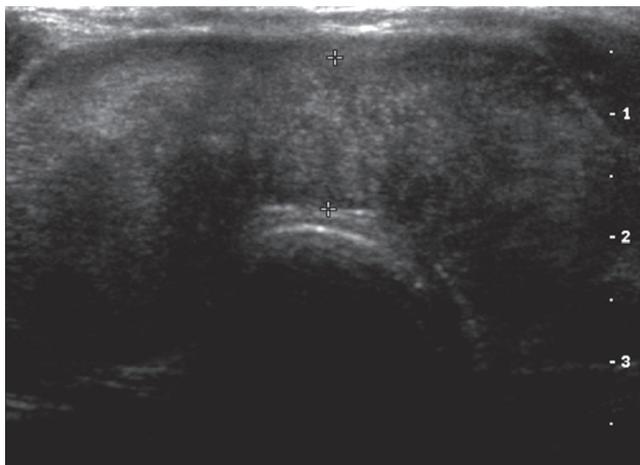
Transverse sonogram shows marked enlargement of both thyroid gland with high echogenicity and fine homogenous echotexture similar ground glass appearance.
